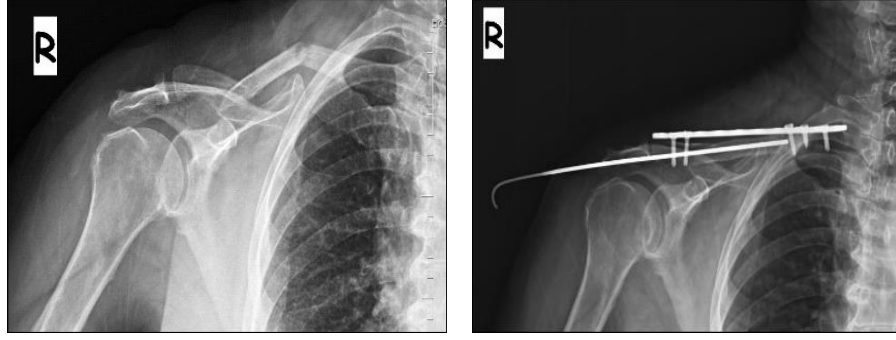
Tedavi sonrası her iki AP omuz x-ray grafisi
